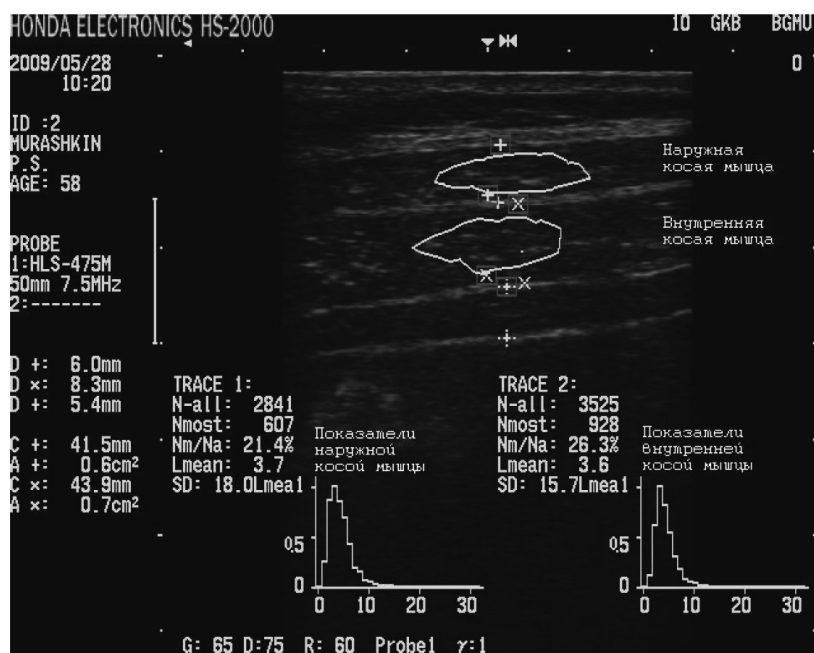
The ultrasonic image of abdominal muscles [external and internal oblique] without tendon part and their peak histograms in a healthy 58 year old man
